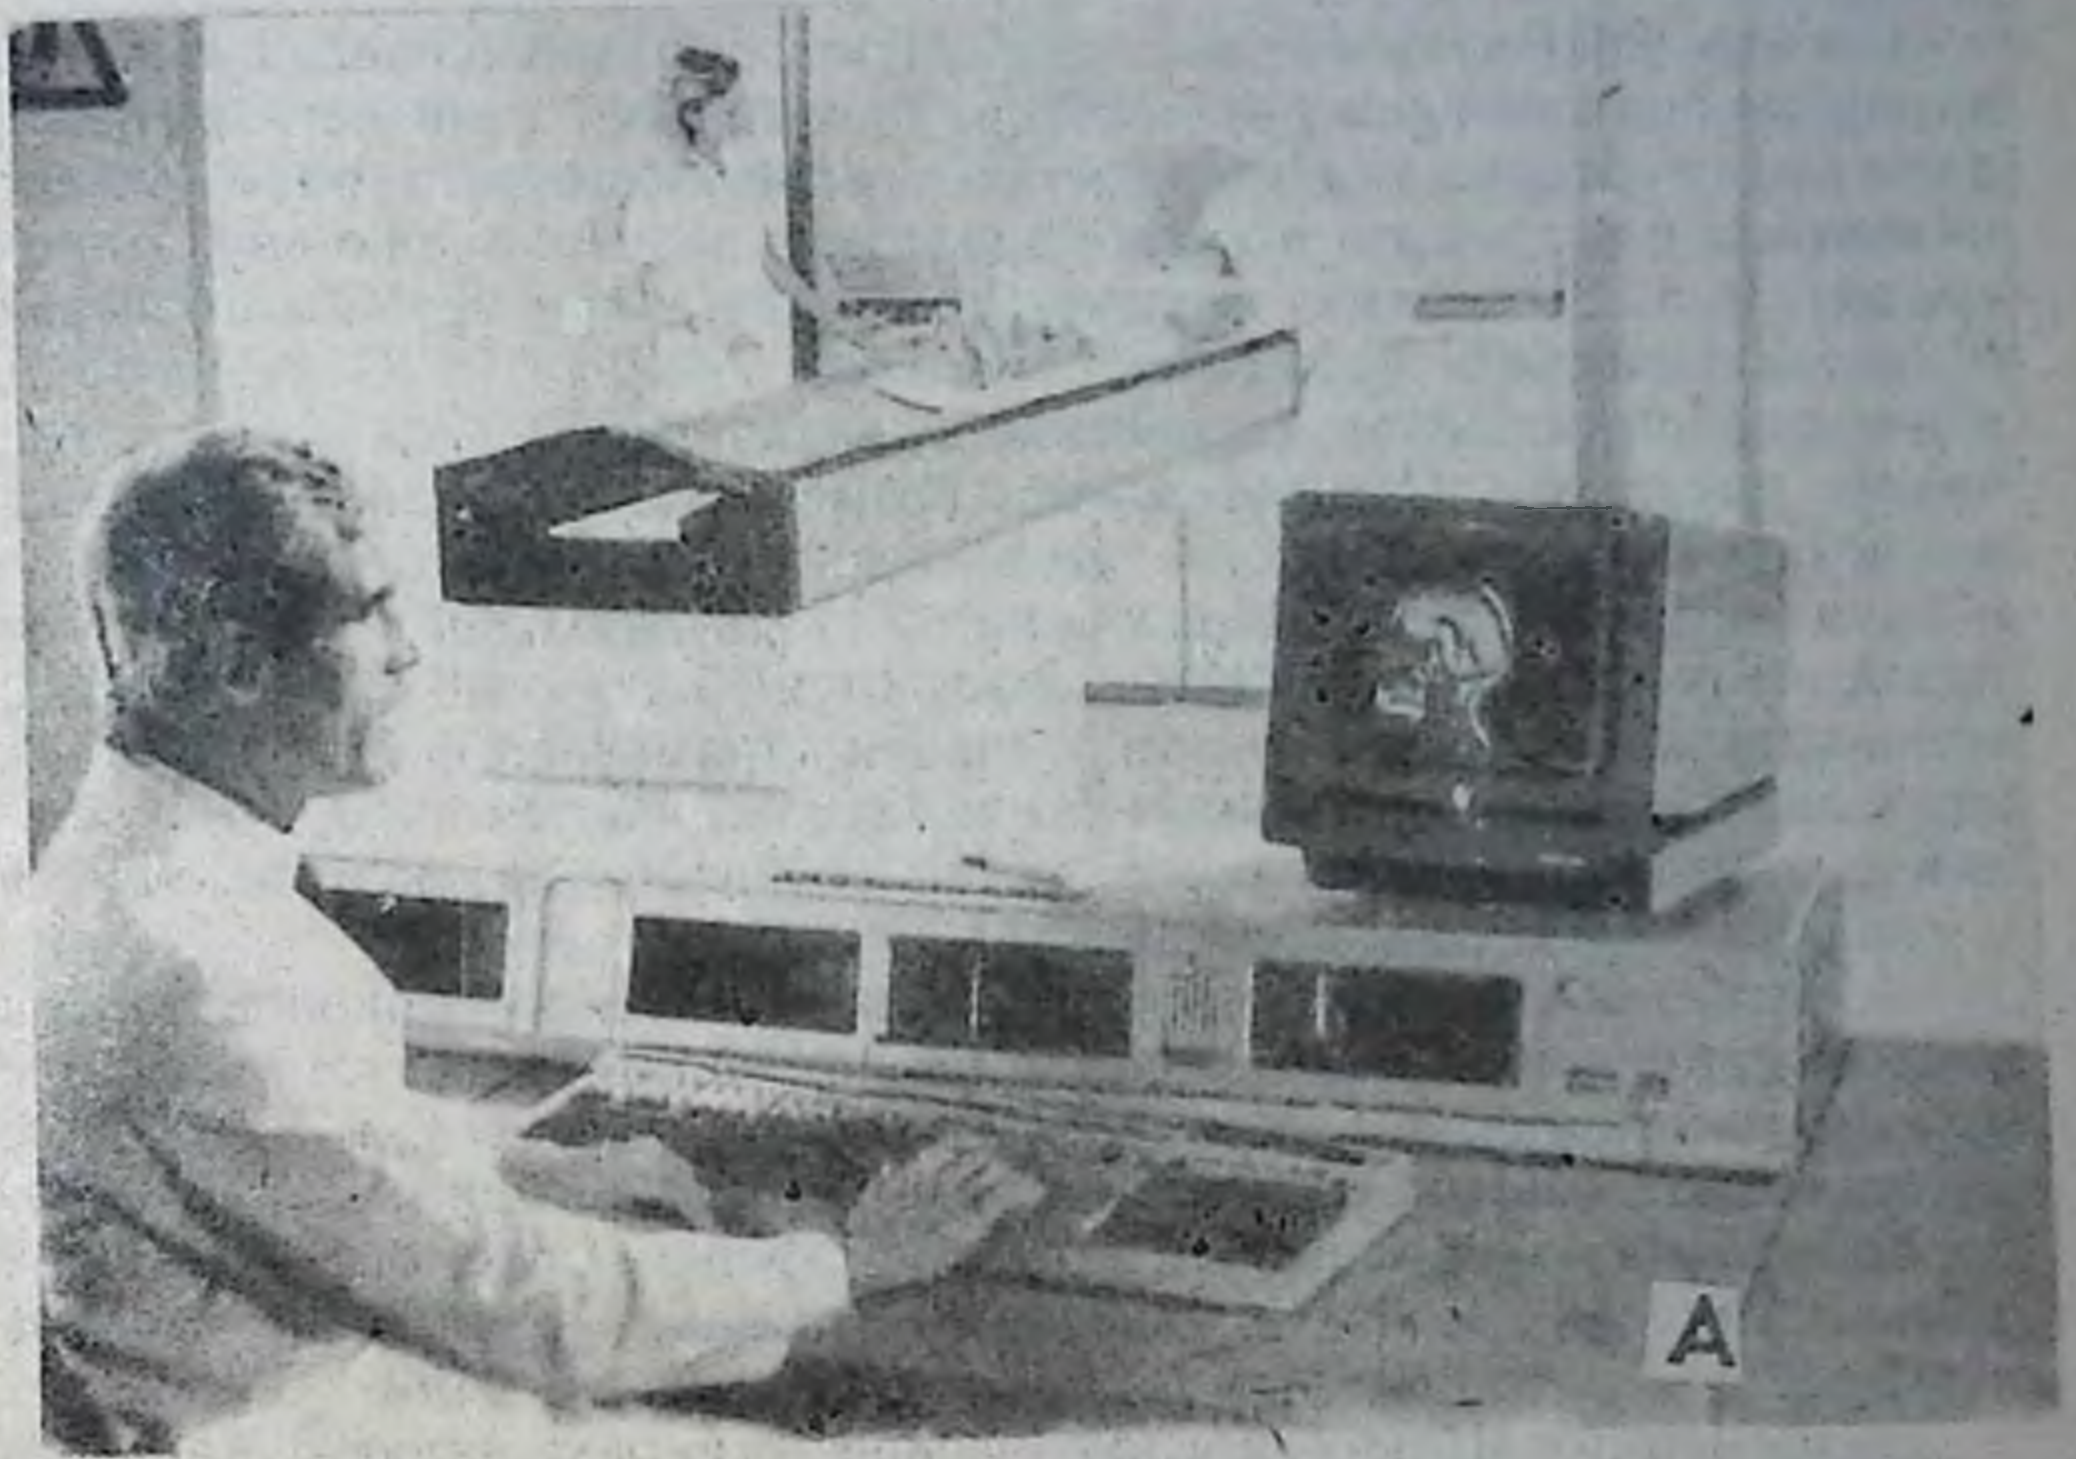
А — ядерно-магнитная резонансная установка; Б — ЯМР — томограмма срединно-сагиттального среза головного мозга. Норма.
